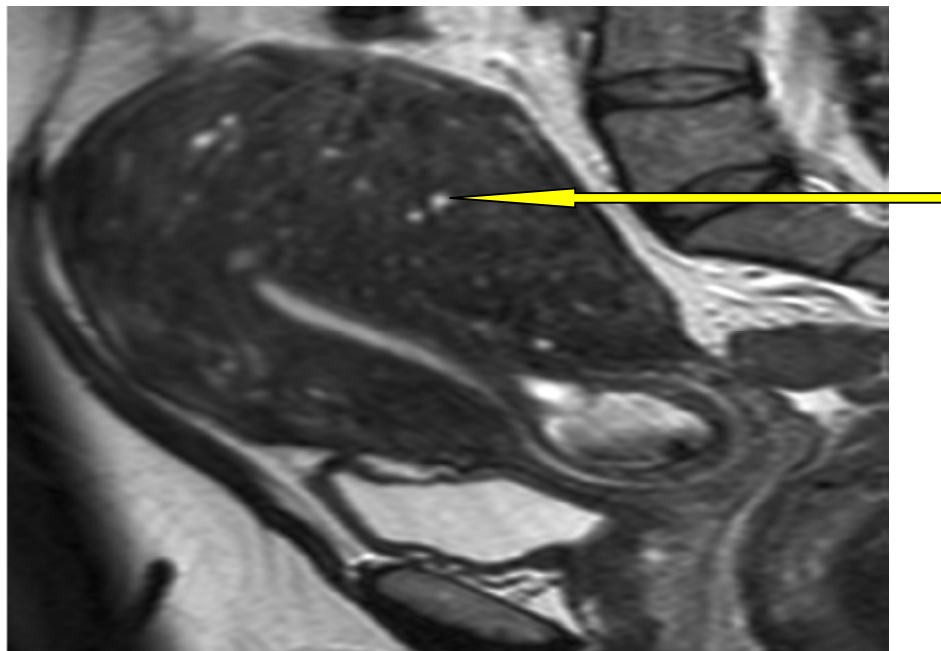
coupe sagittale en séquence T2 de l'IRM montrant des spots hyper intenses avec un épaississement de la zone jonctionnelle et asymétrie des murs myométriaux en faveur d'une adénomyose diffuse profonde.[64]
